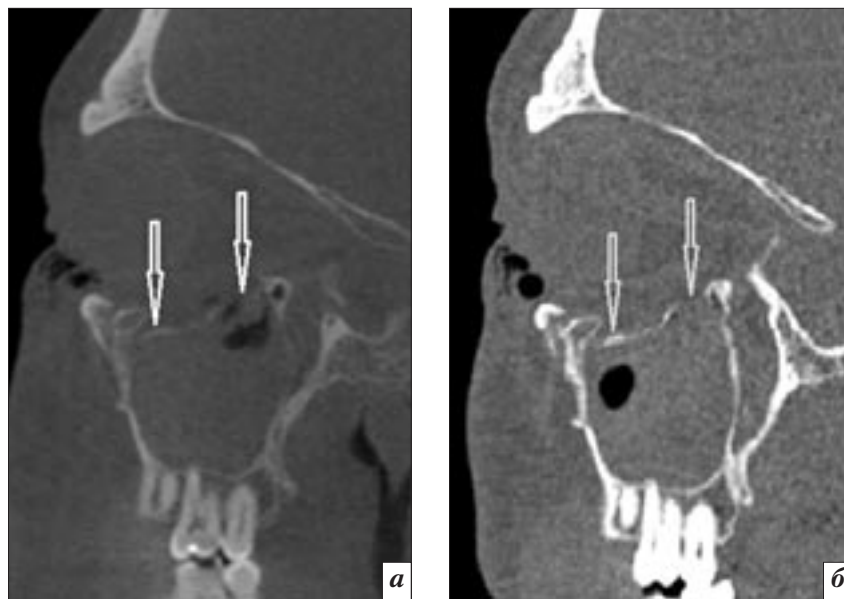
Компьютерные томограммы, MPR в сагиттальной плоскости: а – КЛКТ; б – МСКТ. Адекватная визуализация перелома нижней стенки орбиты (стрелки) при использовании обеих методик.
